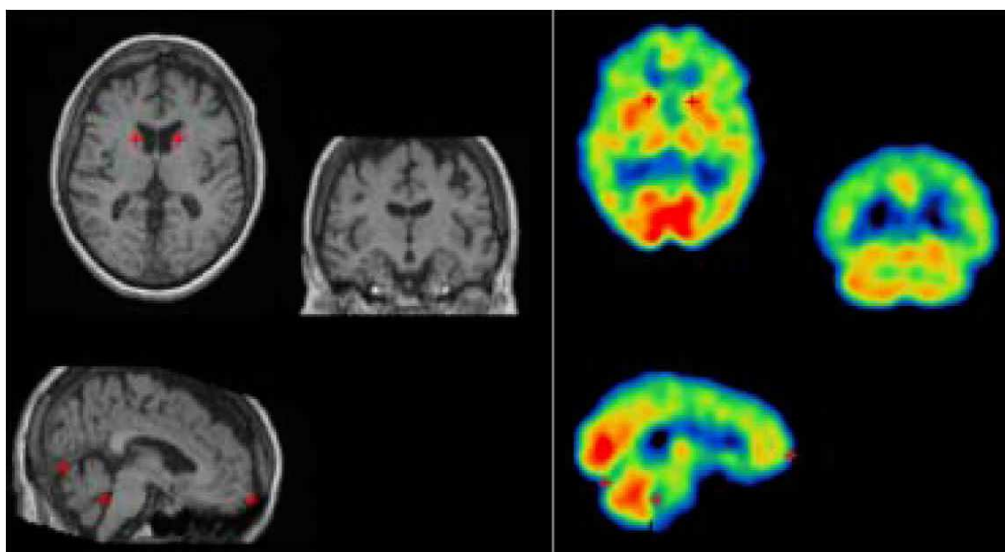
Anatomische Landmarken, welche sowohl im MRT als auch ECD-SPECT erkennbar sind: der Kopf des nucleus caudatus, das Tentorium, der vierte Ventrikel und der Frontalpol. Quelle: [Vol05]
